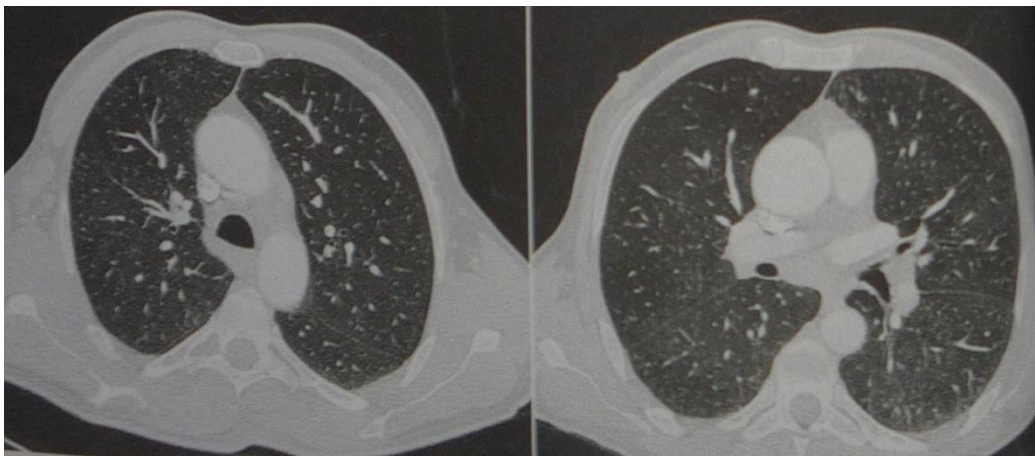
Poloha pacienta při CT vyšetření plic
